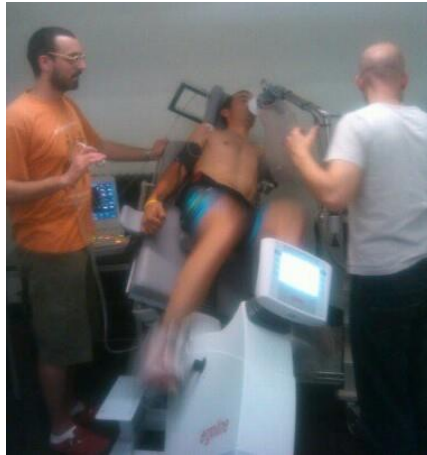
Photo d'une mesure de diffusion lors d'une échocardiographie de stress.
